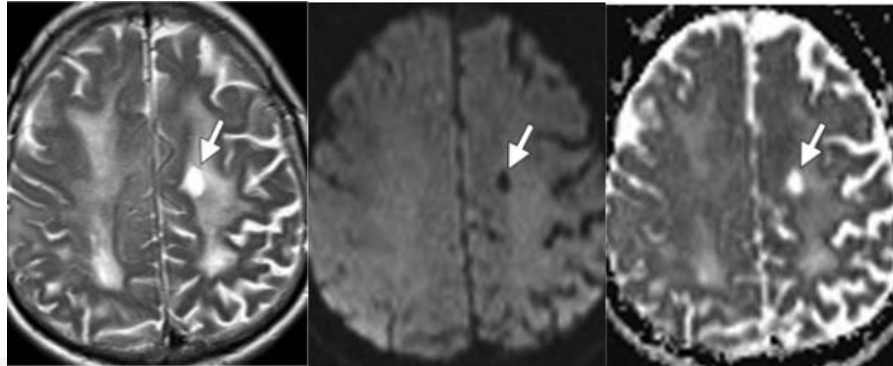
Accidente cerebrovascular lacunar crónico. La imagen ponderada en T2 muestra un área de hiperintensidad de en el centro semioval izquierdo (flecha). La imagen de difusión muestra un área de baja intensidad de señal en el centro semioval izquierdo (flecha). El mapa ADC muestra un área de alta intensidad de señal en el centro semioval izquierdo (flecha). Tomado de RadioGraphics 2012; 32:1285–1297.
